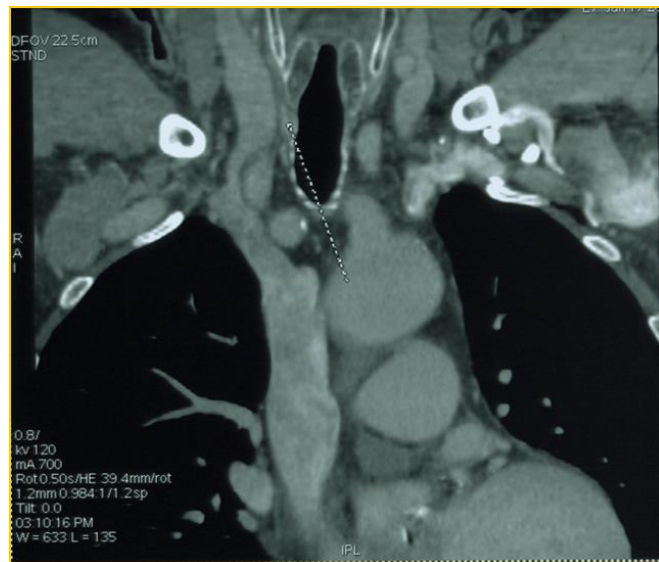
МСКТ ОГК с к/у. По правому контуру трахеи на 3,75 мм дистальнее нижнего рога щитовидного хряща выявляется неправильной формы участок накопления контрастного вещества 8 x 4 x 6,25 мм
